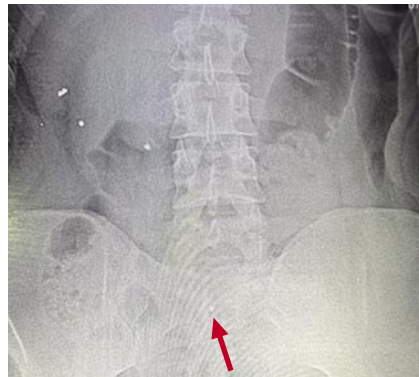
Пациент К., 25 лет. Рентгенограмма живота. Инородное тело при поступлении.
